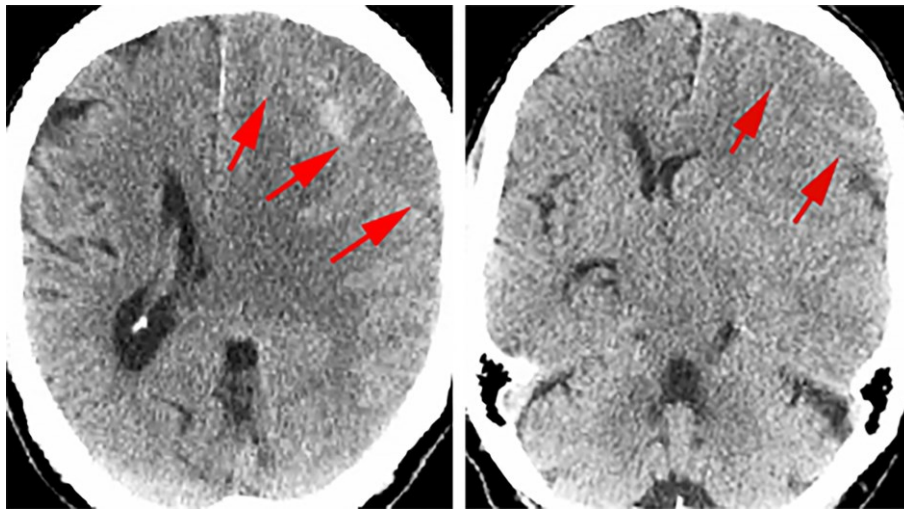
图示左侧额叶 sSDH 的 CT 影像，病变呈等密度。红色箭头标注了血肿的边界。由于其与大脑正常组织密度相仿，因此较难判断。另外，此 CT 展示了 SDH 的占位效应导致的中线偏移。
